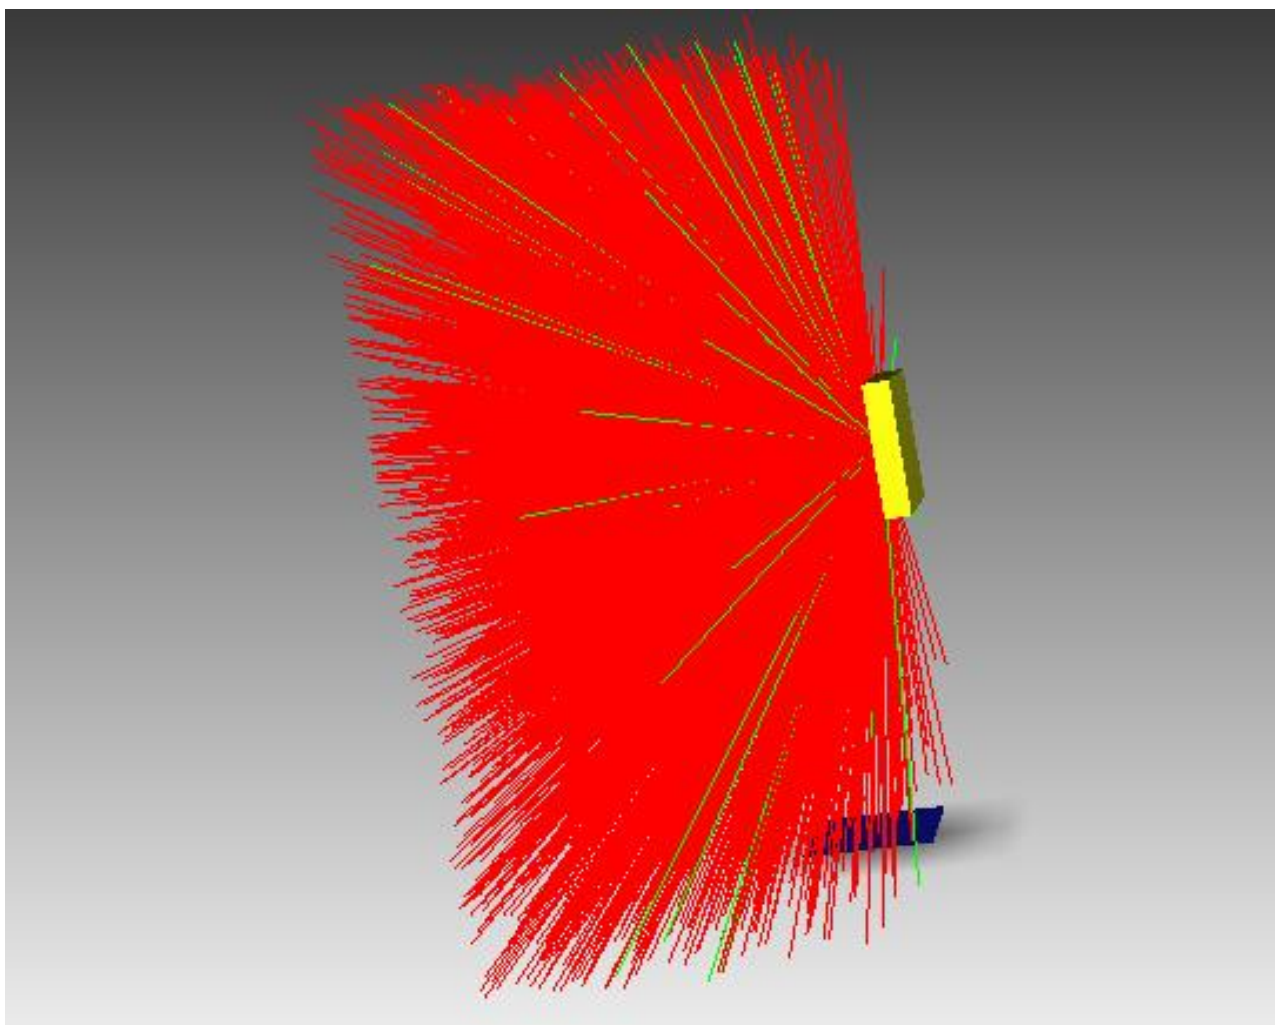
Моделирование рентгеновского излучения трубки БСВ-29 с серебряным анодом
